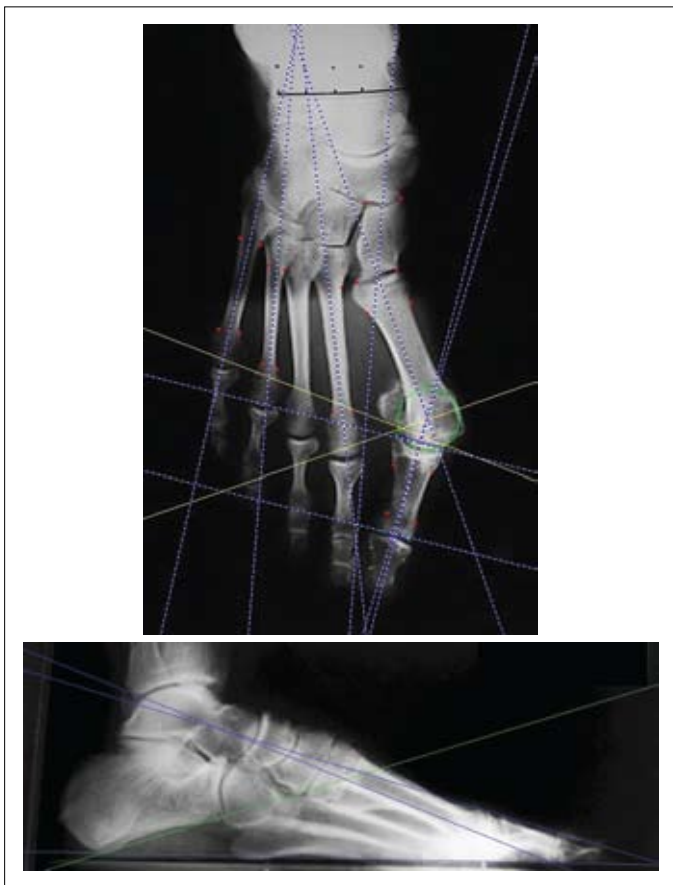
Radiografias em AP e perfil do pé direito de paciente do sexo masculino. Percebe-se a marcação de pontos de referência nas radiografias. O programa M2000 traça os eixos e mede os ângulos com base nos pontos de referência colocados pelo examinador.
